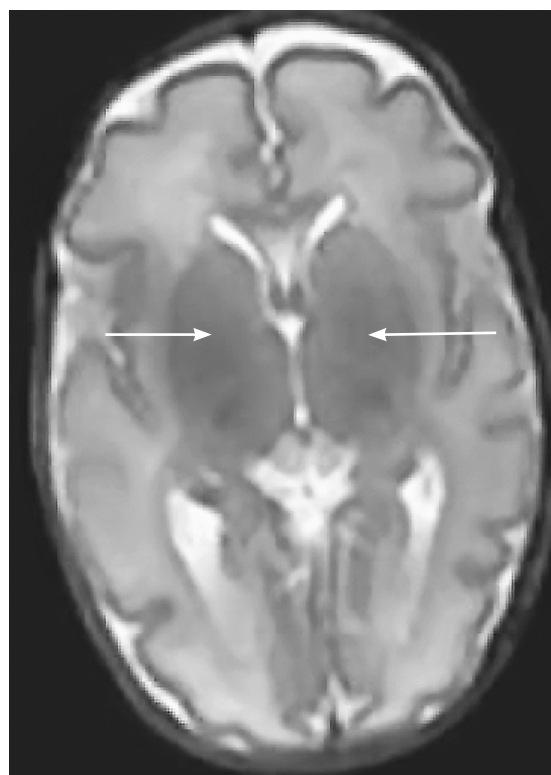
Первичная миелинизация в таламусах (отмечены стрелками). T2-ВИ, аксиальный срез. Пациент А. Гестационный возраст при рождении 26 недель, возраст к моменту проведения МРТ — 30 недель постконцептуального возраста
